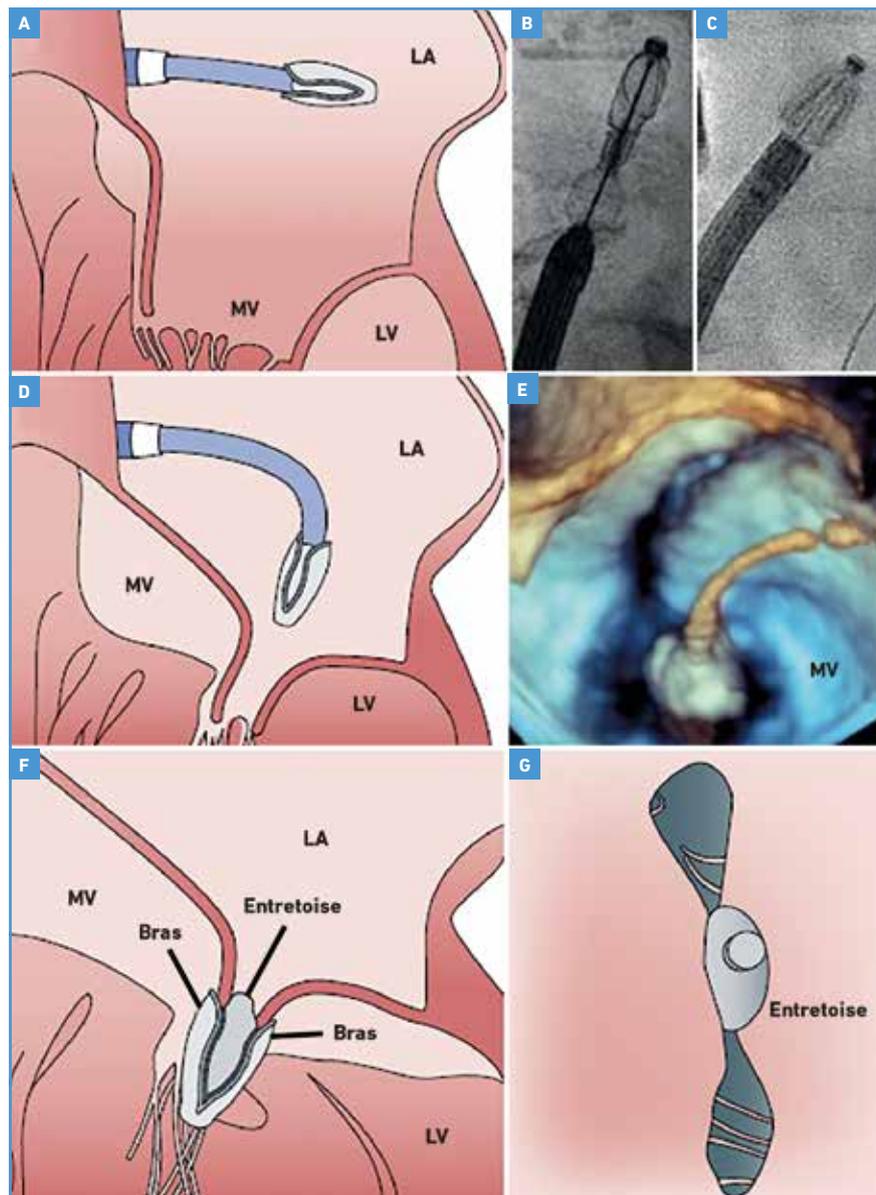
Le dispositif de réparation mitrale percutanée bord à bord PASCAL. A : implant dans l'oreillette gauche; B : le dispositif déplié; C : le dispositif plié; D : flexion du cathéter orientable pour diriger l'implant vers la valve mitrale; E : vue auriculaire en échographie tridimensionnelle du dispositif avancé vers la valve mitrale; F : déploiement du dispositif; G : double orifice mitral typique après déploiement du dispositif.
